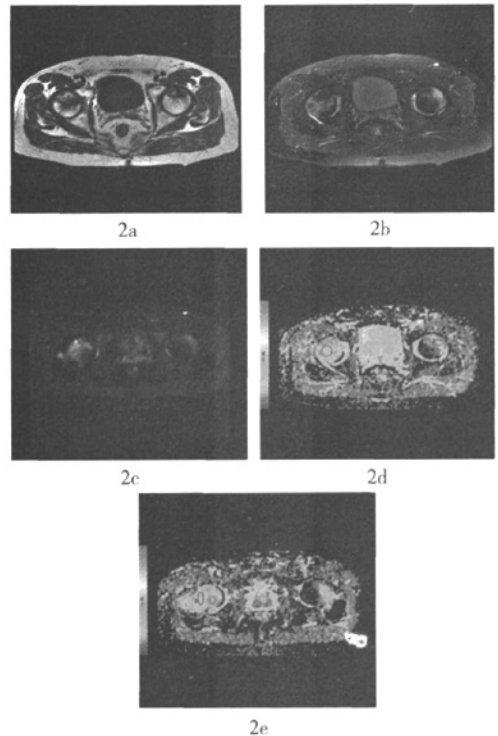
双侧股骨头无菌性坏死患者的 MRI、磁共振弥散加权图及表观弥散系数图 2a: T1 加权像显示不规则的低信号改变; 2b: T2 加权像显示不规则的高信号改变; 2c: 磁共振弥散加权图显示不均匀的高信号改变; 2d: 表现弥散系数图显示病变中央及周围区域的表现弥散系数分别为  $0.79 \times 10^{-5} \text{ mm}^2/\text{s}$ 、 $(1.0 \sim 1.01) \times 10^{-5} \text{ mm}^2/\text{s}$ ; 2e: 同一患者的双侧股骨头稍下方的表现弥散系数图，显示病变水肿区域的表现弥散系数为  $1.07 \times 10^{-5} \text{ mm}^2/\text{s}$ 。
